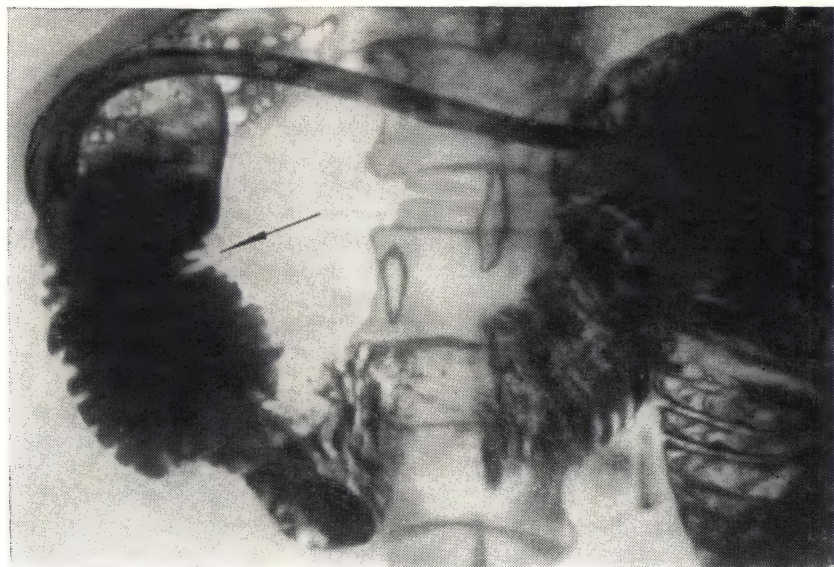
Нормальная двенадцатиперстная кишка в состоянии искусственной гипотонии (рентгенограмма).
